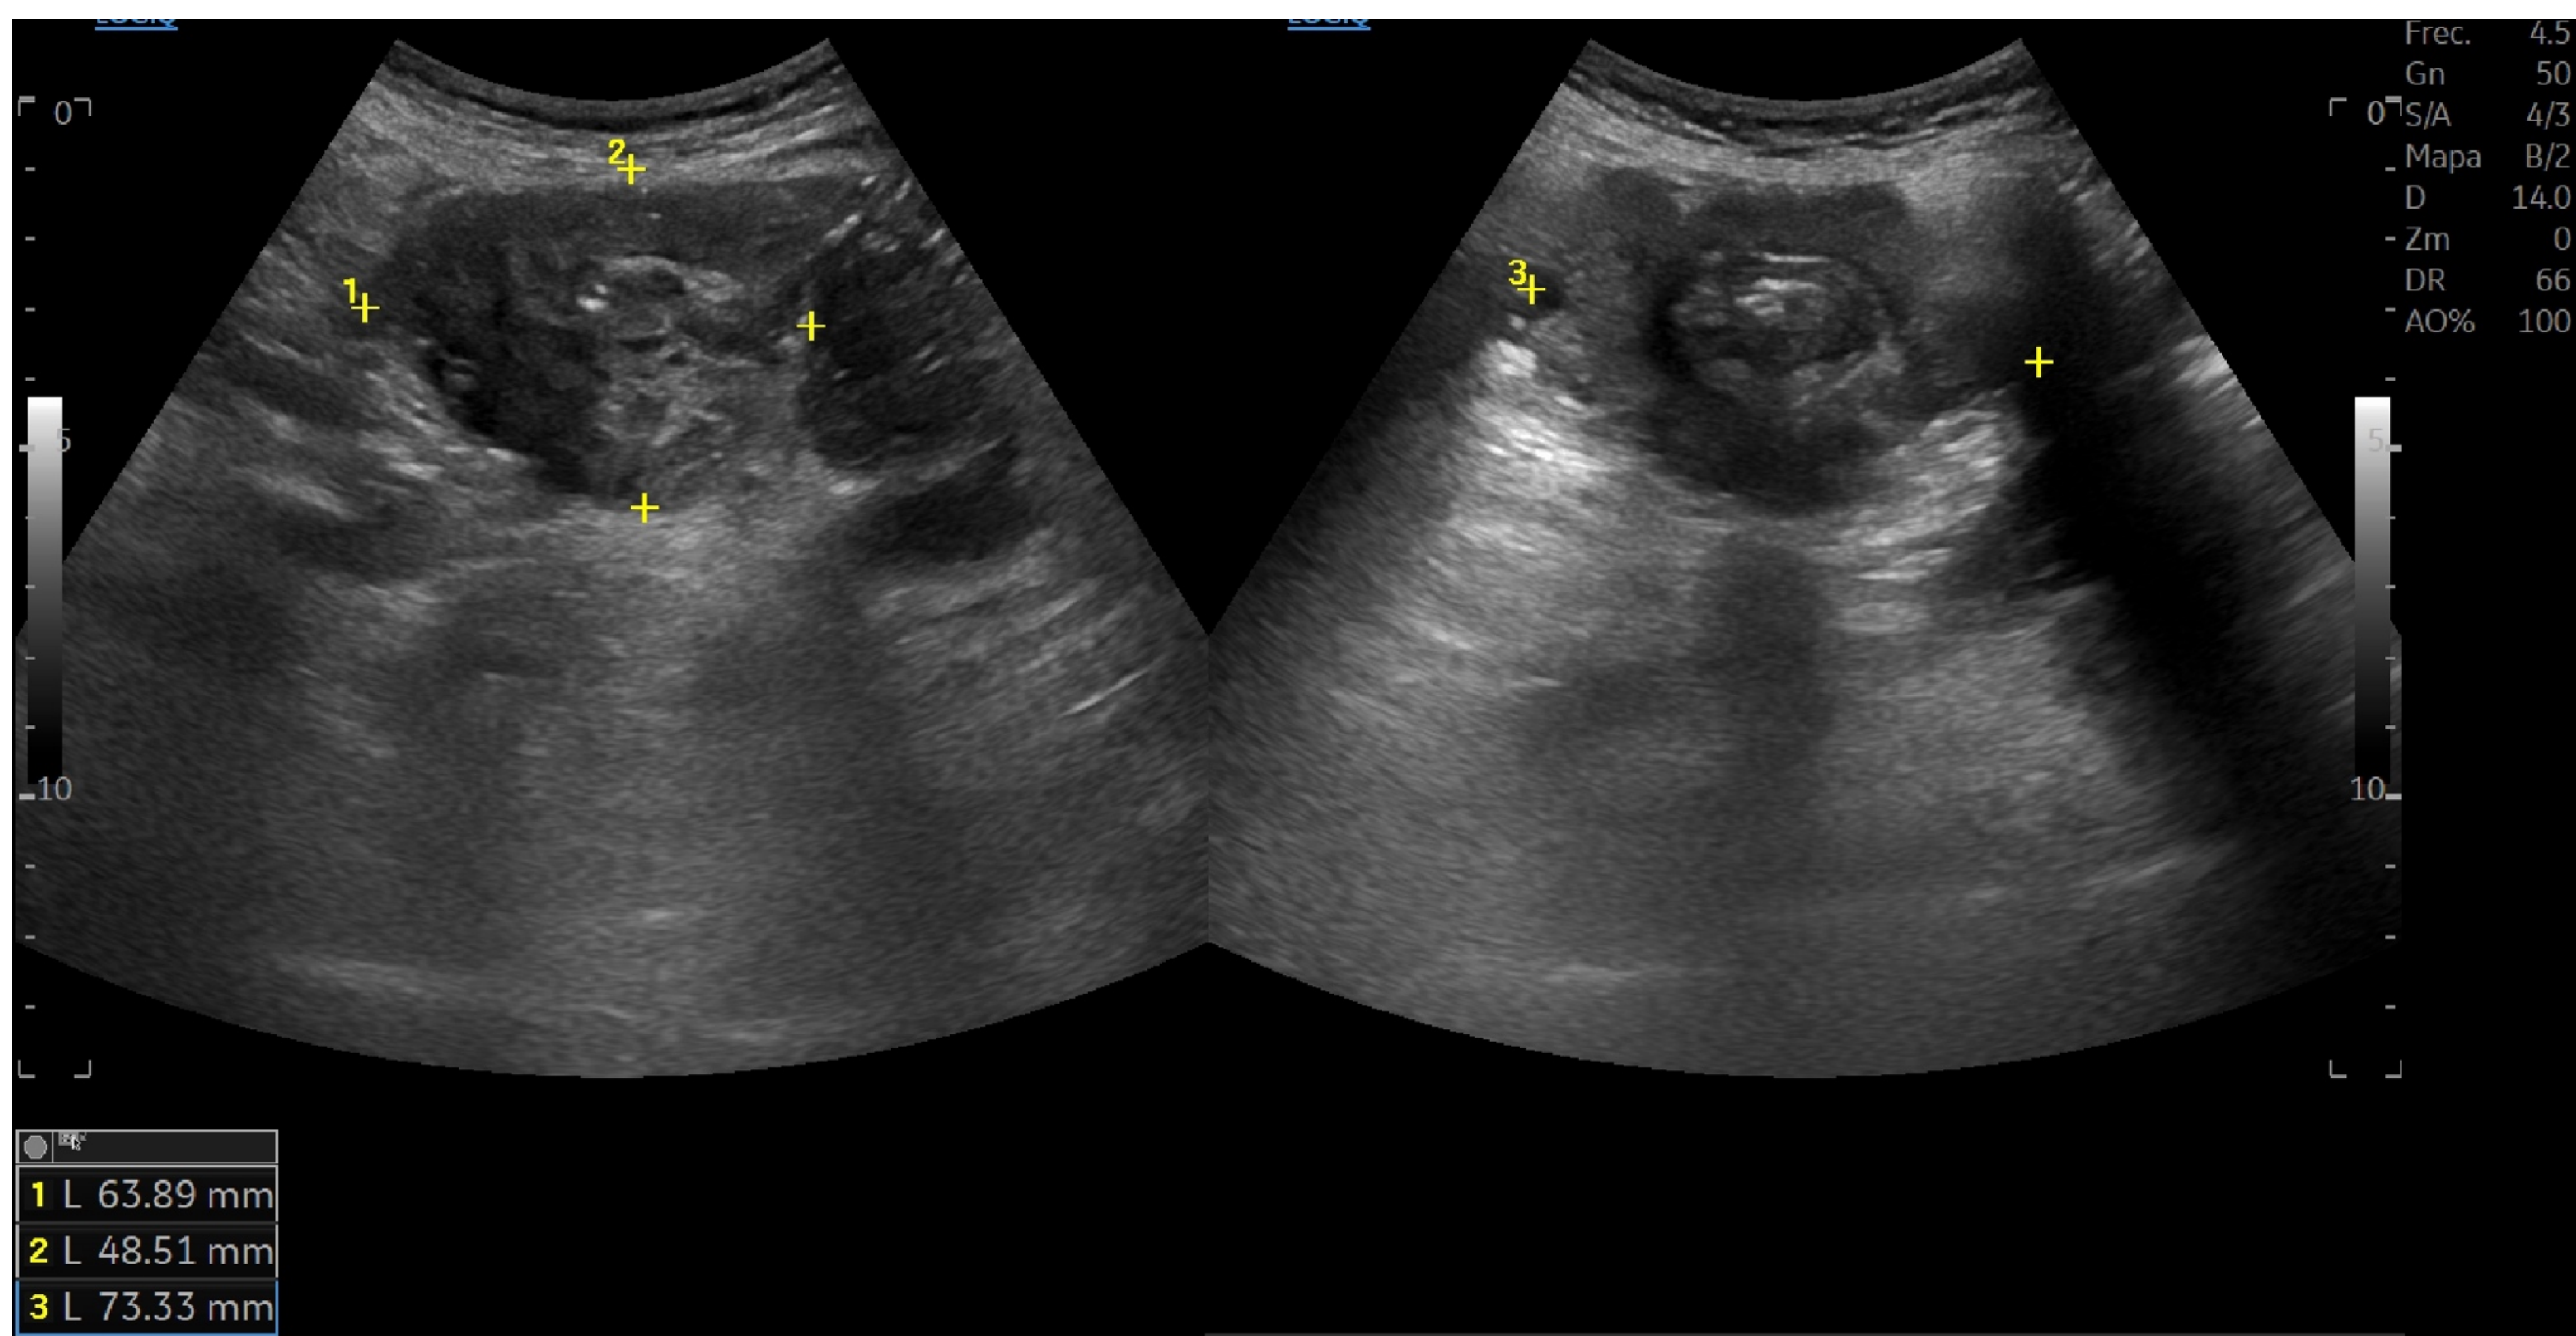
Varón de 93 años, acude por dolor abdominal, náuseas y estreñimiento. Se realiza ecografía abdominal observando en el ángulo esplénico del colon un engrosamiento parietal irregular, vascularizada, compatible con neoplasia de colon. En los cortes axiales se observa una imagen "en diana" que parece indicar invaginación de dicho segmento de colon.
